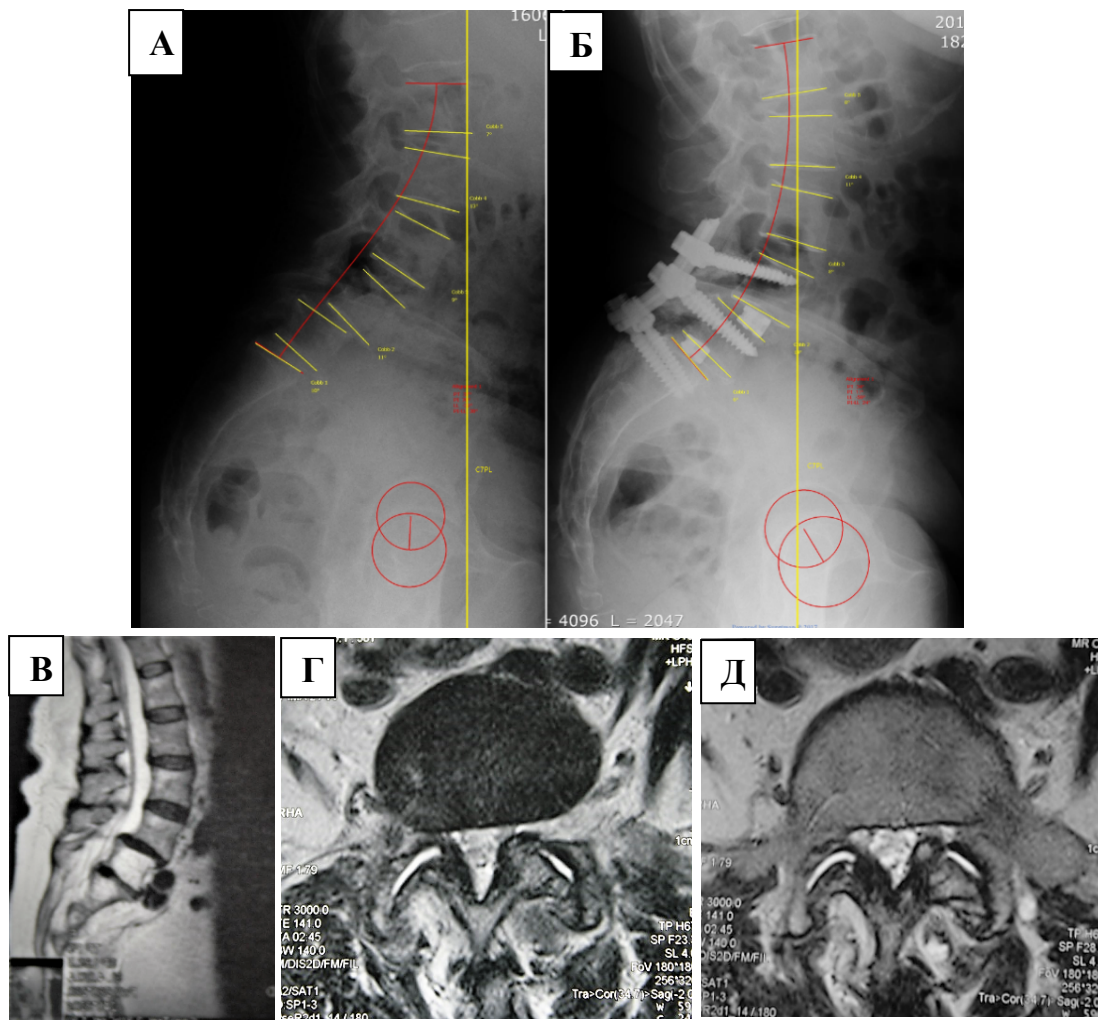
Пациентка П., 59 лет: рентгенограммы (боковая проекция) в вертикальном положении до (А) и после (Б) операции. Жёлтыми линиями обозначены замыкательные пластины поясничных позвонков, основания крестца, вертикальная линия, проведенная через центр С7 позвонка. Красными линиями выделены головки бедренных костей и проекция их центра, а также замыкательные пластины L1 и S1 позвонков с проекционной линией поясничного лордоза; МРТ сканы (2Т-режим) до операции в сагиттальной проекции (В), аксиальной проекции на уровне диска L4–L5 (Г) и L5–S1 (Д)
